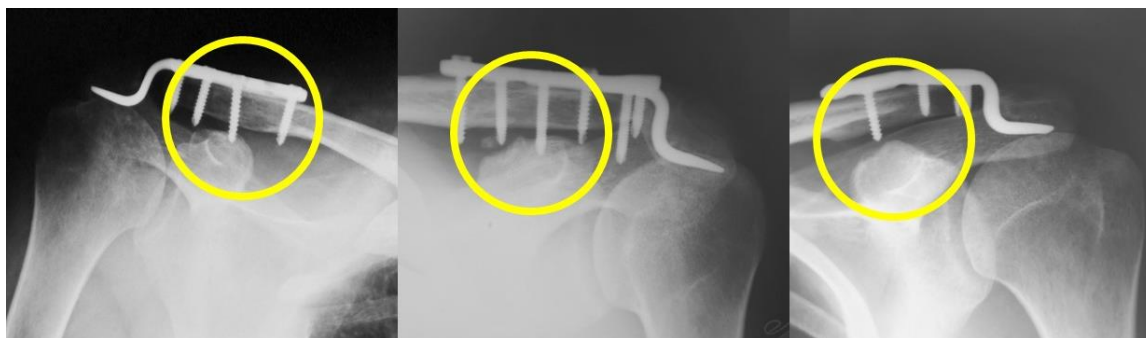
Рентгенограма пацієнтів, яким було обрано невірний розмір довжини гвинтів.
